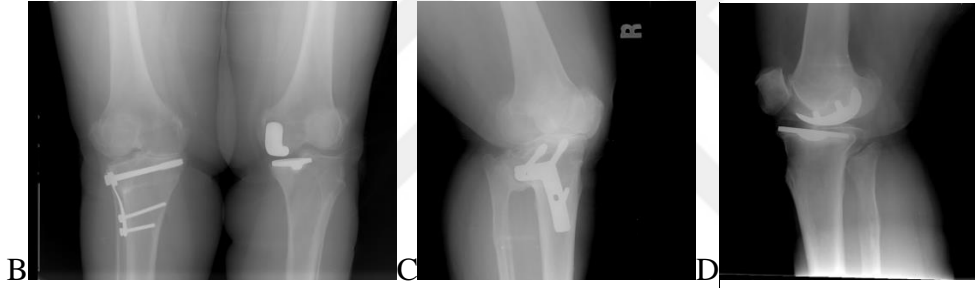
F. TDP ile revizyon sonrası kontrol grafisi
